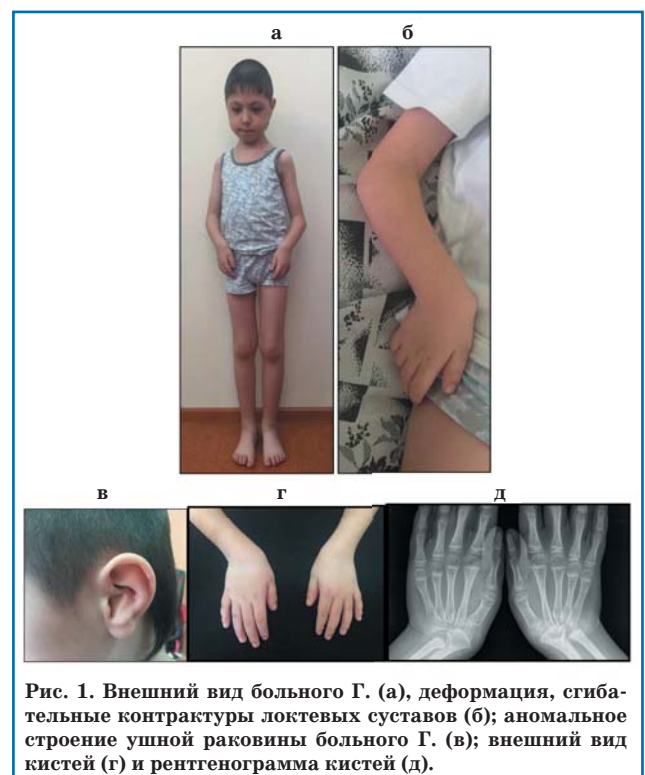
Внешний вид больного Г. (а), деформация, сгибательные контрактуры локтевых суставов (б); аномальное строение ушной раковины больного Г. (в); внешний вид кистей (г) и рентгенограмма кистей (д).
